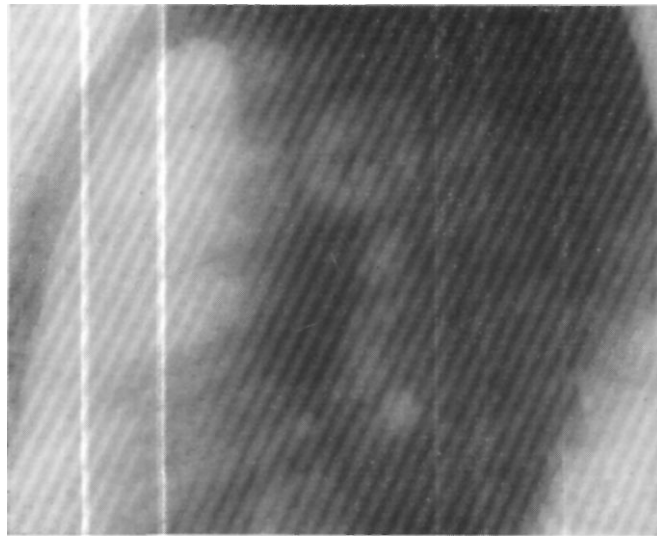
Рентгенограмма больного С ва в леном боковом положении. Соответственно границам нижней доли на фоне густой тени видны круглые просветления.
